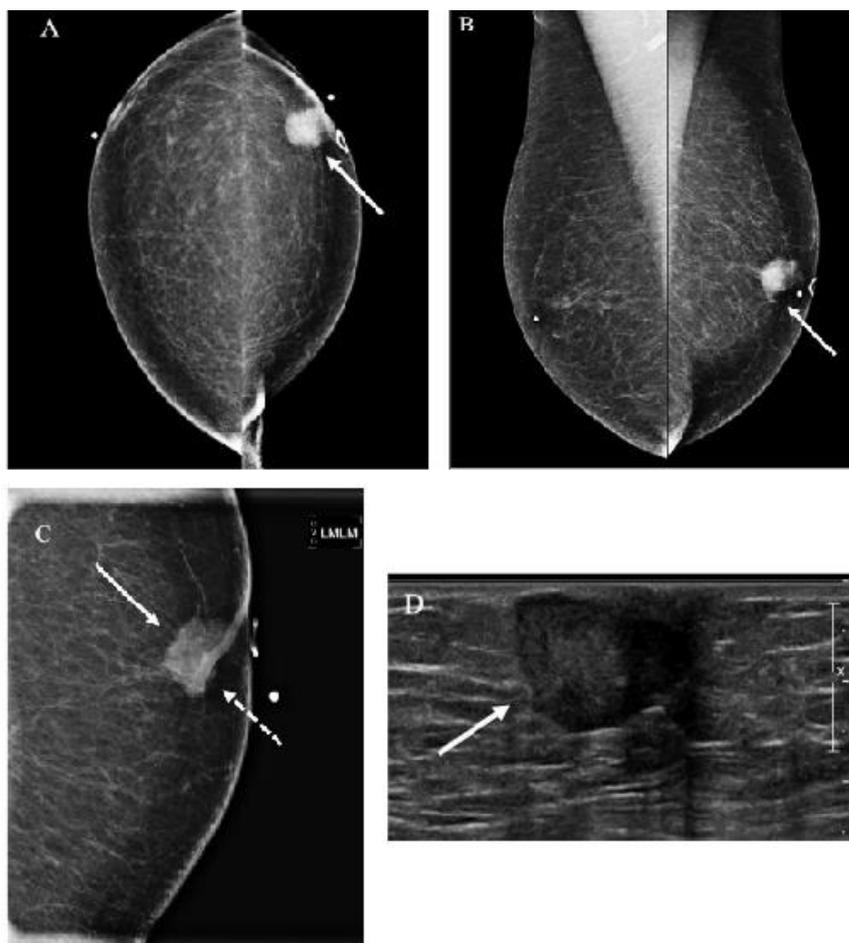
Paciente, sexo masculino, 78 anos, com anormalidade palpável na mama esquerda. A: Imagem mamográfica CC. B: Imagem mamográfica MLO. C: Imagem de compressão tangencial. D: Imagem de ultrassom. E: Imagem de Doppler. F: Imagem axial de TC do tórax com contraste.
